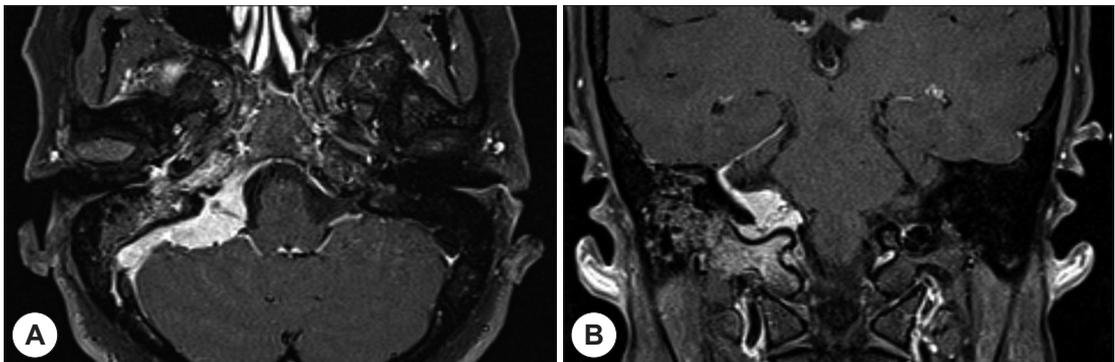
Brain MRI T1-weighted contrast image demonstrates a wall-enhanced mass in the right posterior cranial fossa with dural tail. (A) Axial and (B) Coronal view.
